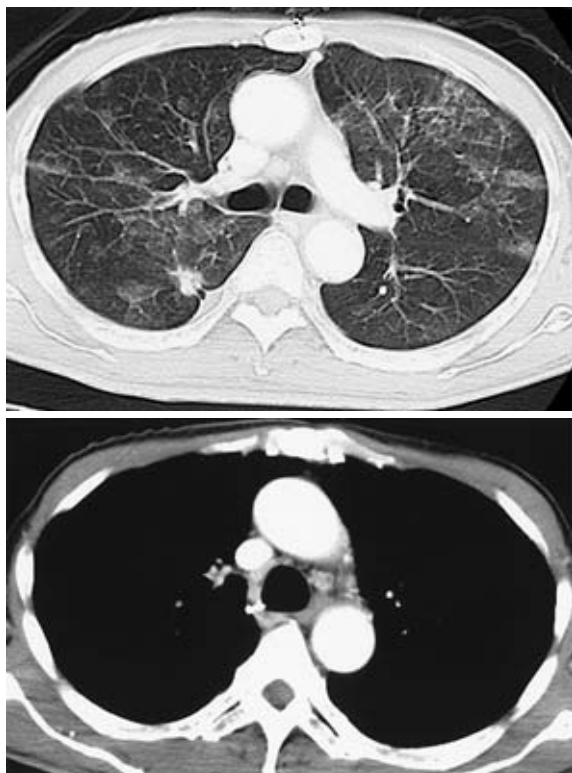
Chest CT on admission showing ground-glass opacities and centrilobular nodules in both lung fields. An nodule with an irregular margin and spiculation is noted in right S6. Multiple mediastinal lymphadenopathy can also be seen.
